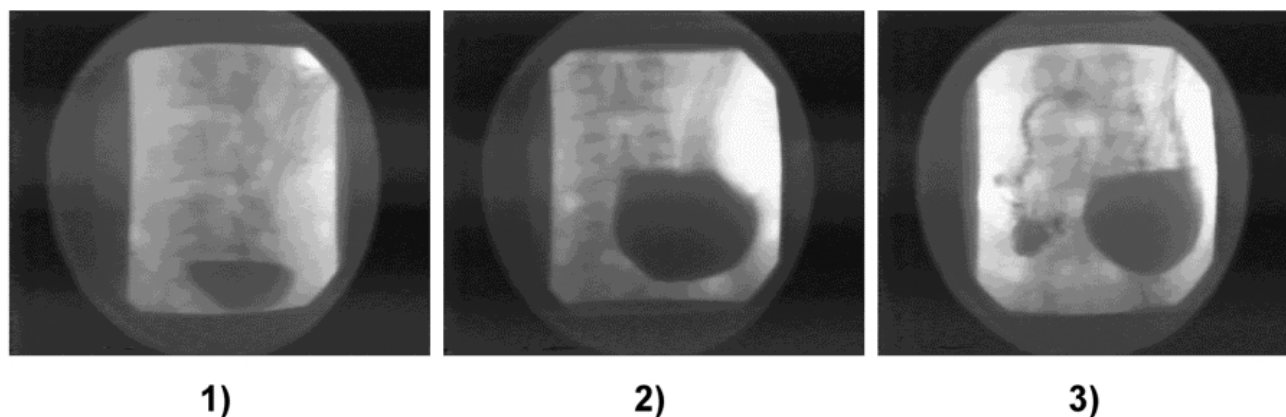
Рентгенография желудка. 1 - отсутствует депонирующая функция тела желудка; 2-3 - барий попадает в перерастянутый антральный отдел, где задерживается на долгое время.
